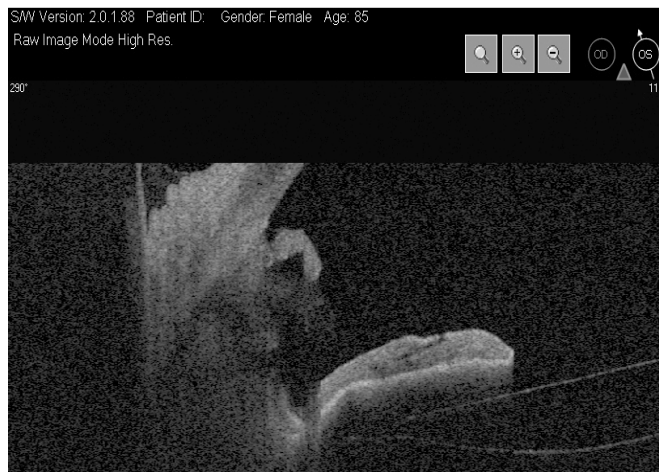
Оптическая когерентная томография переднего отрезка глаза. Положение дренажа в супрахориоидальном пространстве: один конец дренажа в передней камере, другой – в супрахориоидальном пространстве.
